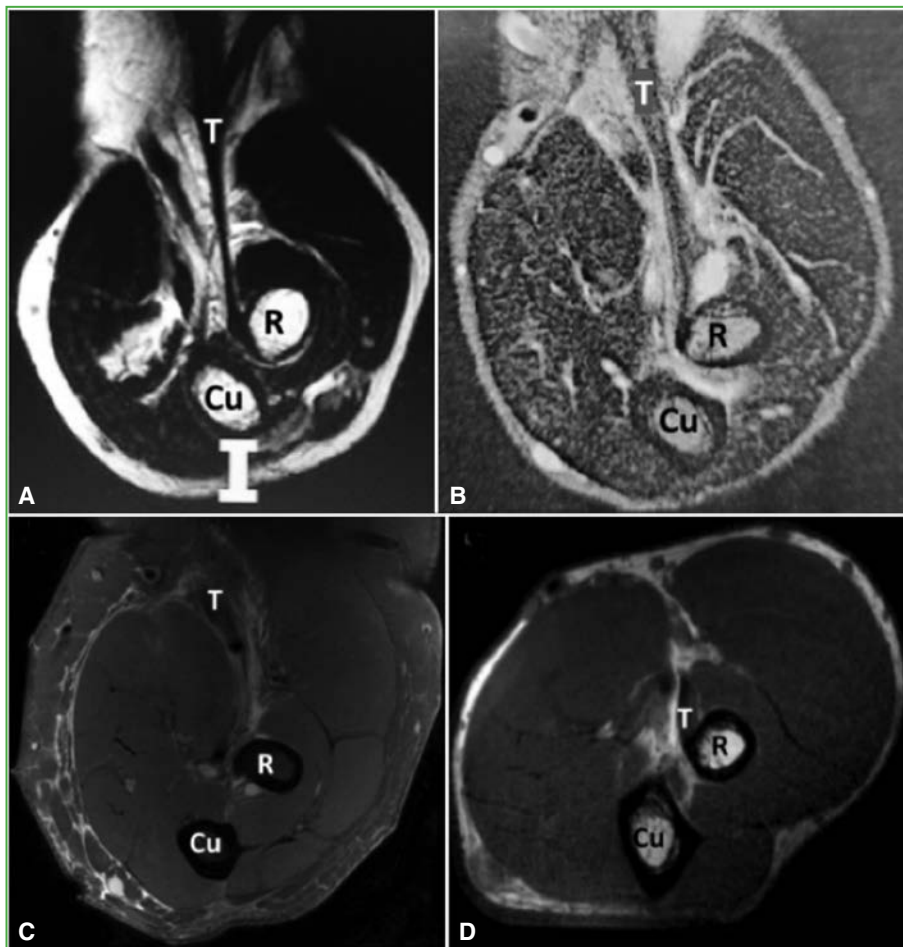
Resonancia magnética de antebrazo proximal, corte axial, a nivel de la tuberosidad bicipital, en diferentes grados de supinación. A. 0° de supinación: inserción normal del tendón bicipital distal en la tuberosidad del radio. B. 30° de supinación: lesión parcial de bíceps distal. C. Supinación máxima: desinserción completa del tendón del bíceps distal. D. Reinscripción del tendón del bíceps distal a la tuberosidad del radio con suturas transóseas en posición de pronosupinación neutra. Cu = cúbito; R = radio; T = tendón del bíceps distal.
